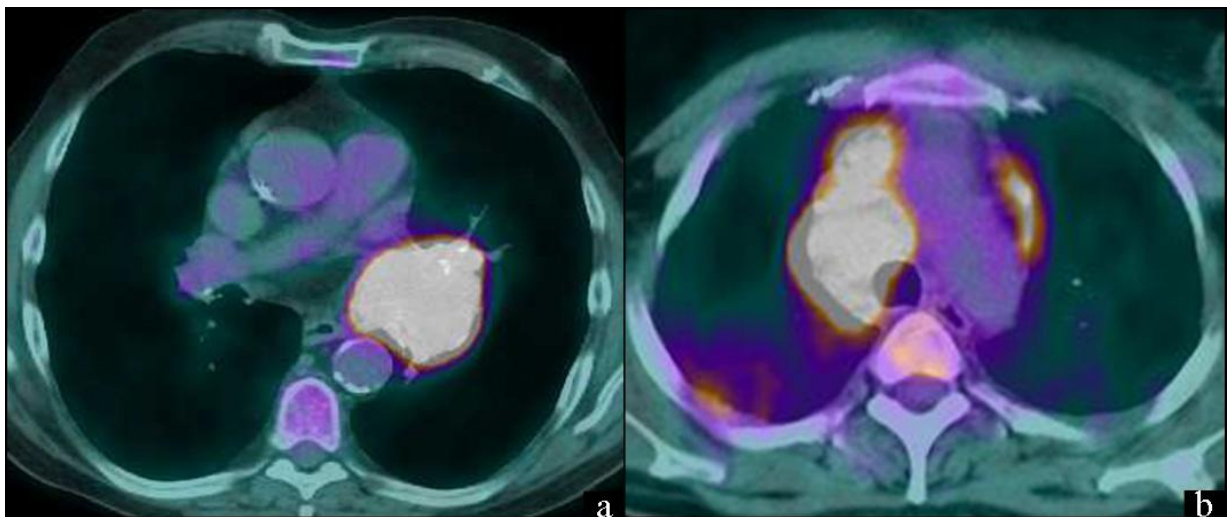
Le SUVmax de l'adénopathie 12L du patient n°5 (a) (carcinome épidermoïde) est mesuré à 28,5 et le SUVmax des adénopathies 4R du patient n°7 (b) (sarcoïdose pulmonaire) est mesuré à 31,4
